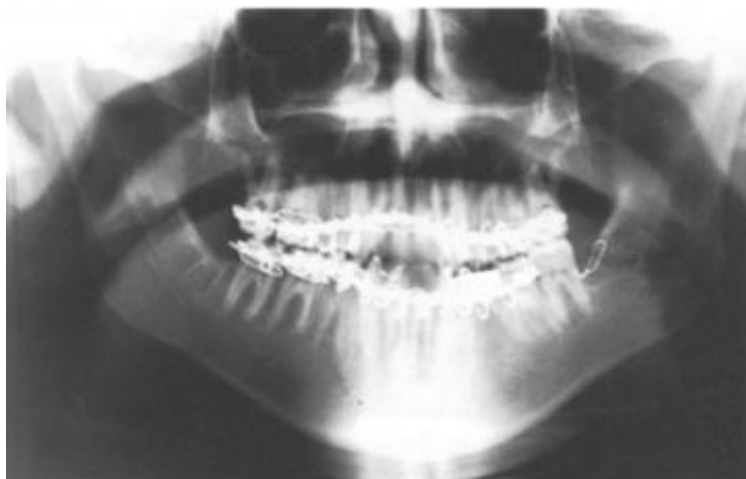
Radiografia pós-operatória imediata mostrando tratamento de fratura de ângulo mandibular com fios de aço e fixação intermaxilar.
